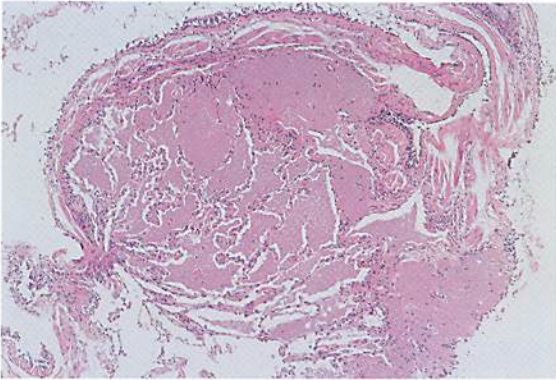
38歳の男性が全身倦怠感を主訴に来院した。胸部X線で間質性肺炎と診断され、1回目の肺生検を行ったが、気管支壁しか採取されていなかった。臨床的に過敏性肺炎を疑い、プレドニン®(30mg)が投与されたが効果がないため、再度、経気管支的肺生検がなされた。組織学的に気管支周囲の肺胞腔がピンク色の物質で充満されているのがわかる。
